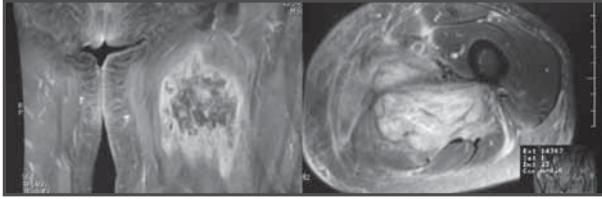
RM al inicio de la clínica.
